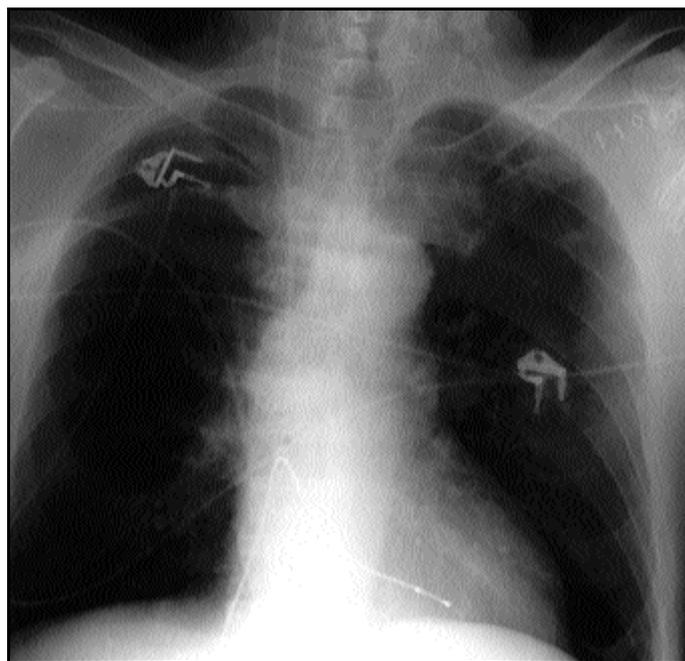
Paciente B.M.S. Radiografía pA de torax, tras extracción de los cables y del generador. Cable de marcapasos temporal por vía femoral, para mantener la estimulación.
